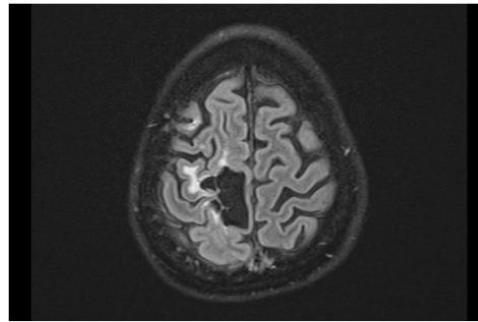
Axial diffusion-weighted MRI scan showing reduction in multilocal hyperintensity.
